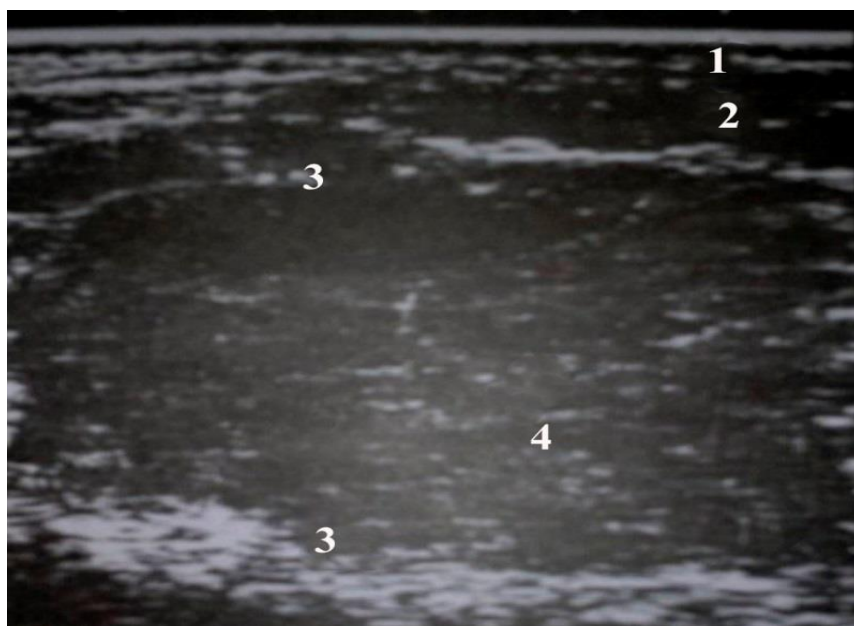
УЗИ. Гематома подкожной клетчатки лапаротомной раны. (1-кожа, 2 – подкожная жировая клетчатка, 3 – фасция, 4 – гематома).
